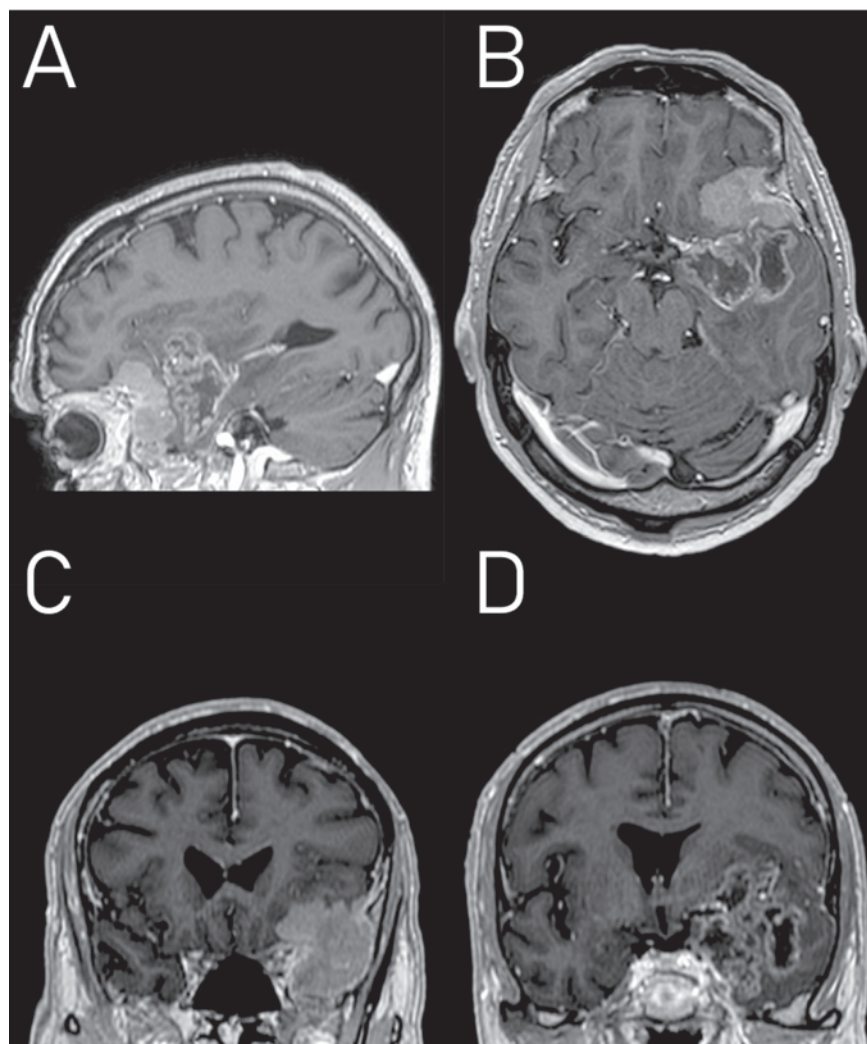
МРТ головного мозга, T1-ВИ с контрастным усилением в сагиттальной (а), аксиальной (b) и коронарной (с, d) проекциях. Визуализируются множественные опухоли с различными характеристиками сигнала и отличающиеся типом и интенсивностью накопления контрастного вещества: менигиома крыльев основной кости слева и опухоль глиального ряда левой височной доли
